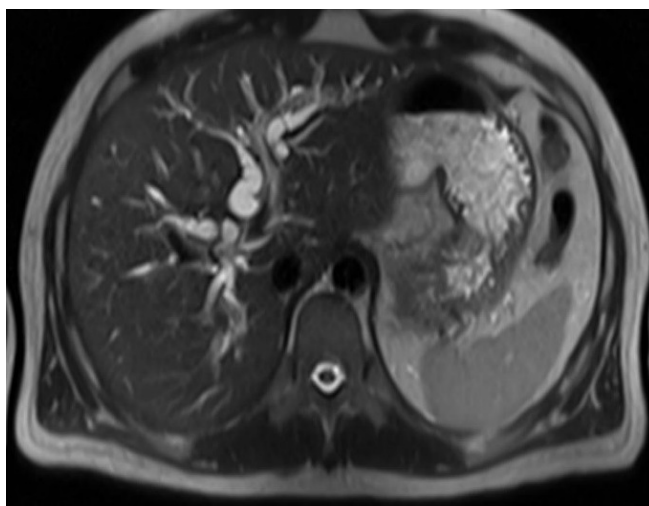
Colangio-RM (corte transversal). Dilatación difusa y masiva de la vía biliar intra y extrahepática .
